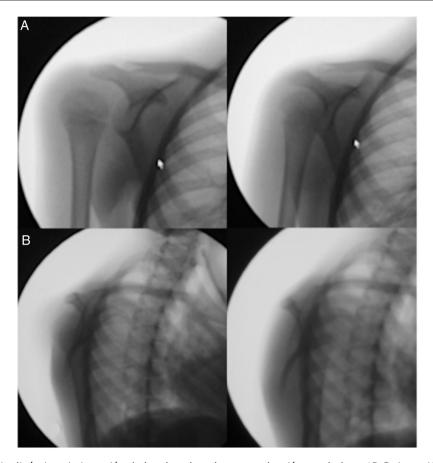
Correlación clínico-radiológica. A y B: luxación voluntaria del hombro derecho donde se hace evidente la posición de la cabeza humeral en sentido posterior. C: Radiografías AP de hombros normales. D: proyección AP justo en el momento de la luxación.
